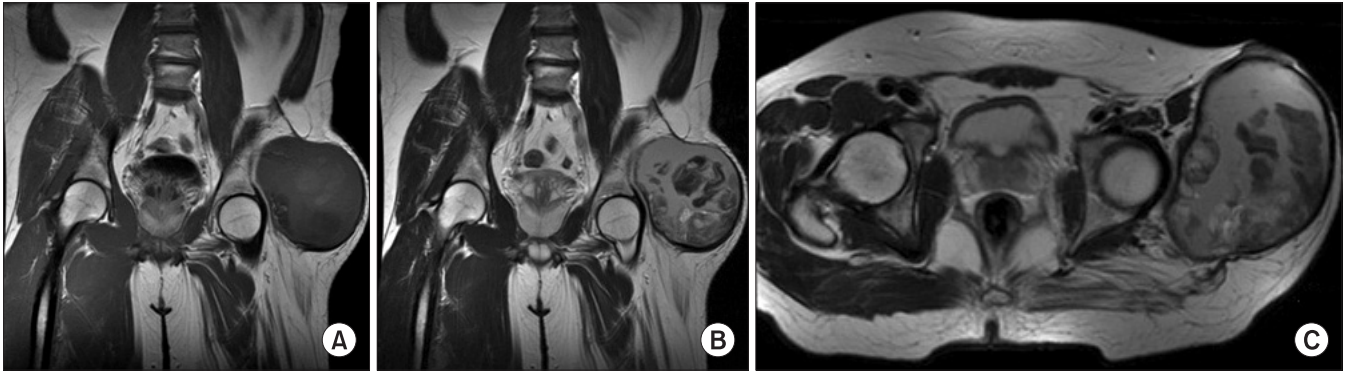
(A) Coronal T1 weighted magnetic resonance image (MRI) with contrast medium shows well-encapsulated inhomogeneous mass with peripheral rim enhancement. (B) Coronal and (C) Axial T2 weighted MRI show a well-encapsulated complex mass containing hyper and hypointense regions. Central low and high signal intensity, peripheral low signal rim.
